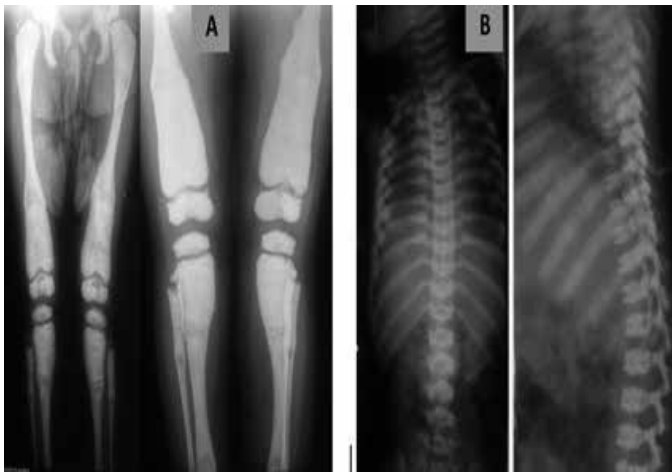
A) Radiografia de membros inferiores: ossos densos, escleróticos, radiopacos e com cavidade medular ausente. Alargamento das metades inferiores dos fêmures (fêmur em Enlenmeyer) e sinais de rarefação óssea, possivelmente raquitismo carencial; B) Aspecto em "camisa de rugby" nas vértebras superiores e esclerose nas vértebras inferiores, melhor visualizado no perfil.
